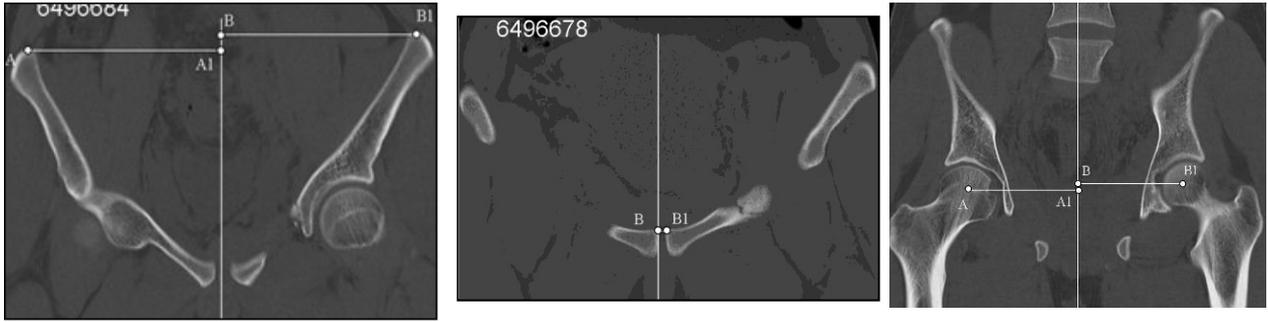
Томографические срезы таза на трех уровнях во фронтальной у пациента К., 47 лет, с расчетами индексов костной асимметрии (t)
